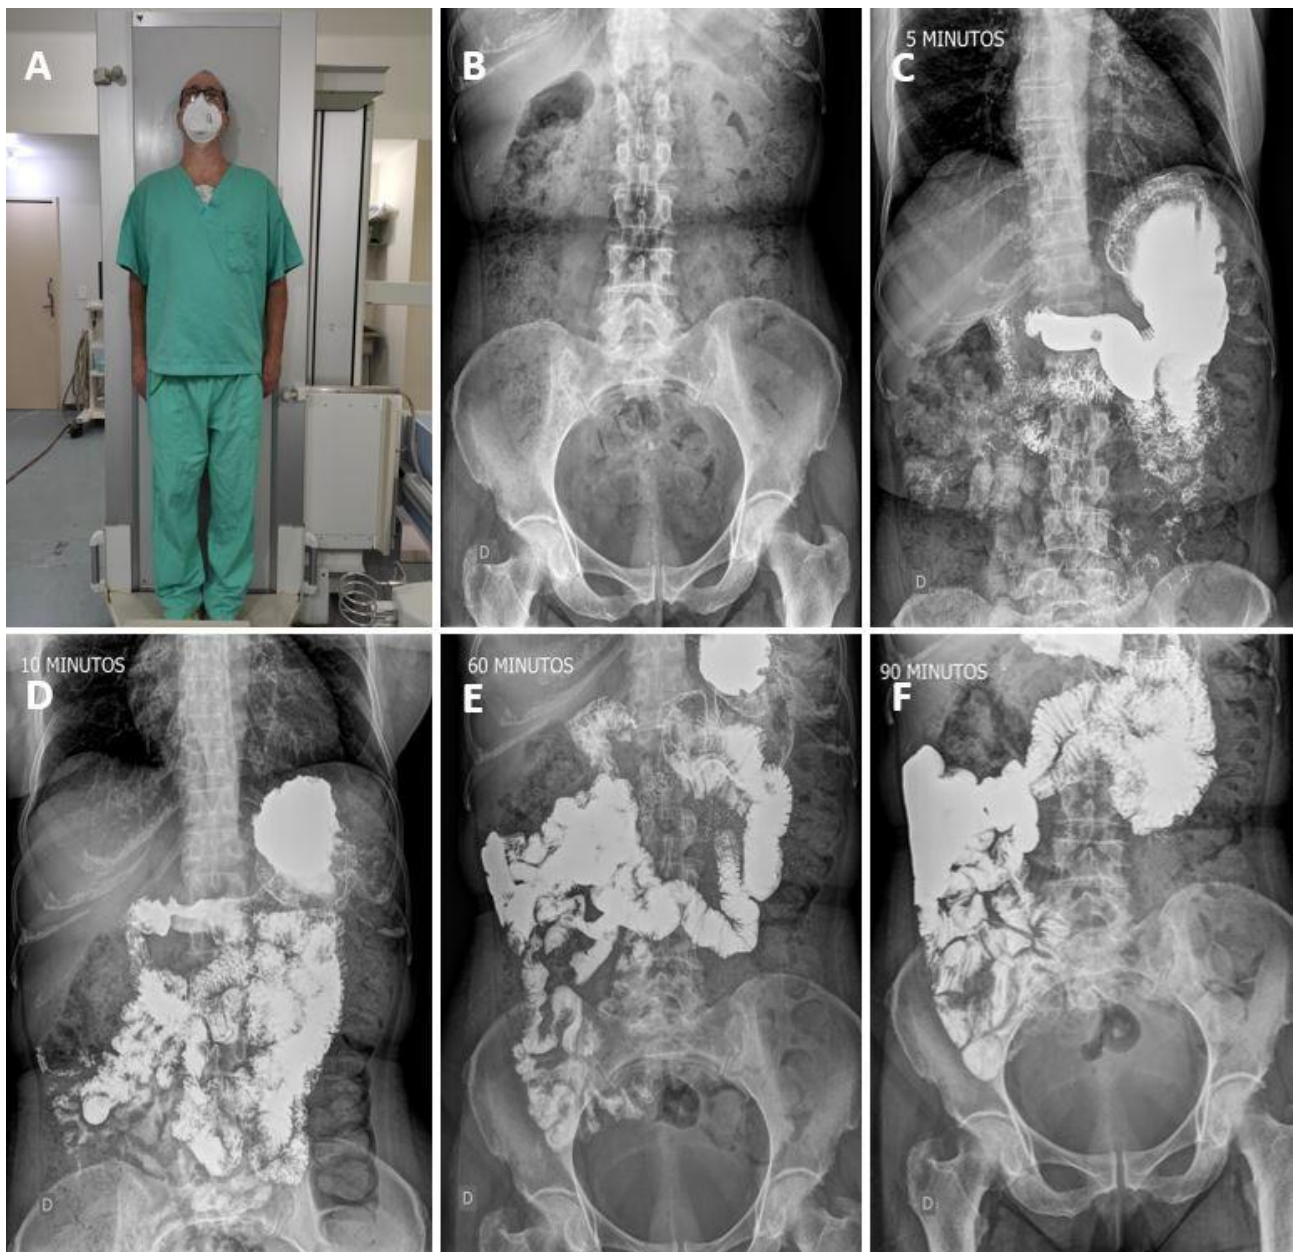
Exame de trânsito do delgado. (a) Paciente em ortostase. (b) Radiografia panorâmica do abdome AP em ortostase. Radiografias panorâmicas do abdome AP em ortostase adquiridas (c) 5 minutos, (d) 10 minutos, (e) 60 minutos e (f) 90 minutos após a ingestão do meio de contraste notando-se a progressão do mesmo desde o estômago até a região ileal.
